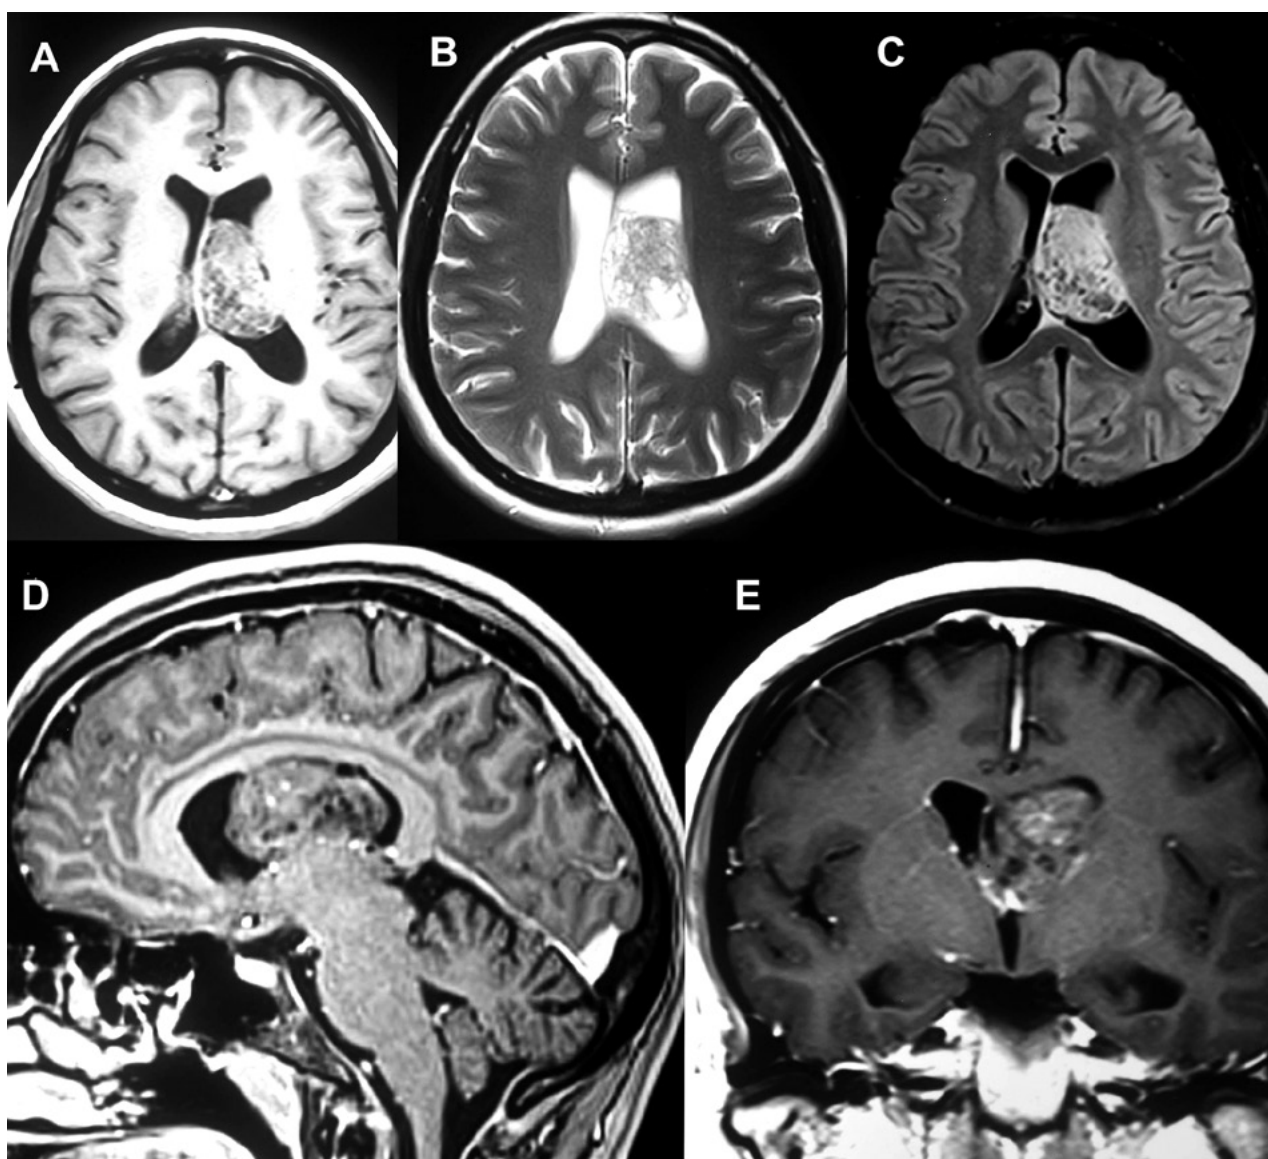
A, B y C) Cortes axiales en las secuencias ponderadas en T1, T2 y FLAIR respectivamente. D) Corte sagital de secuencia ponderada en T1 con contraste. E) Corte coronal de secuencia ponderada en T1 con contraste.
